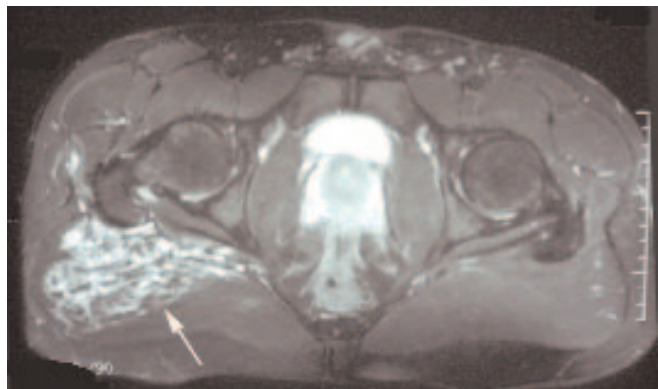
Malformation veineuse fessière droite. A gauche, images radiographiques de calcifications arrondies (flèches) plus ou moins pleines (la calcification inférieure a l'aspect d'un quartier de lune), caractéristiques de phlébolithes. A droite, image magnétique de la malformation correspondante (flèches).
